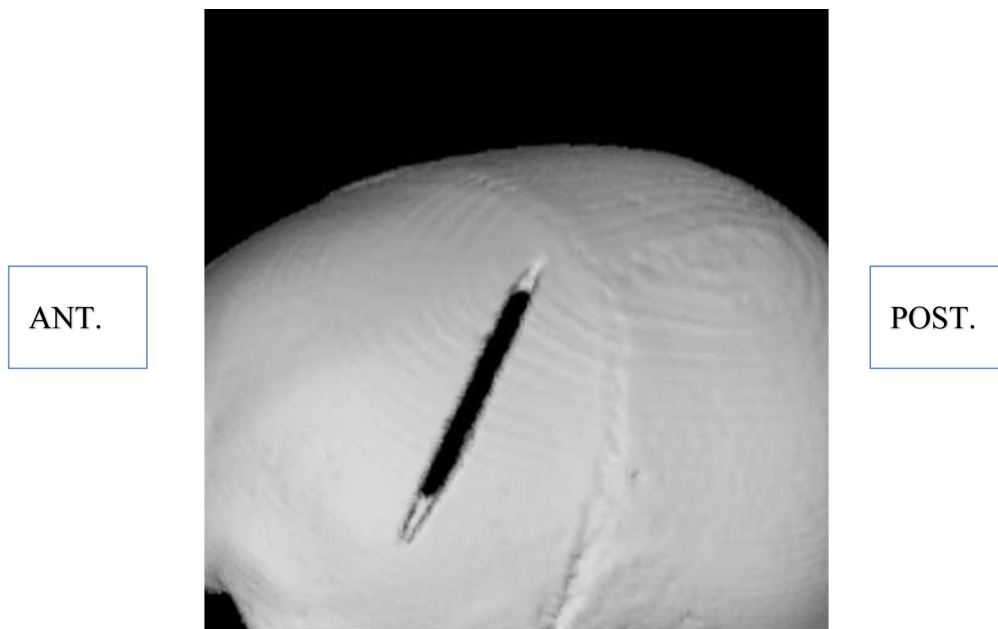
Aspect lésionnel au CT-Scan 3D © S. Louryan.
